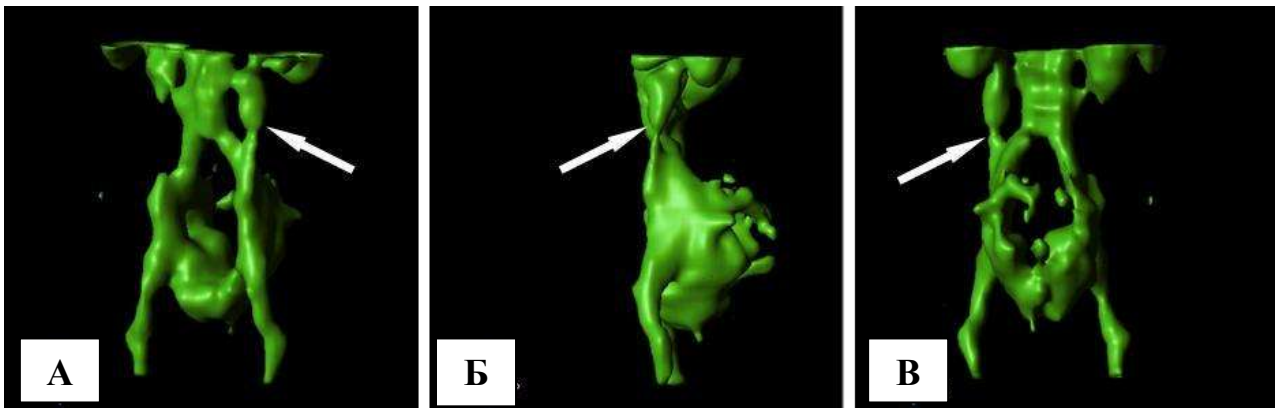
Радионуклидная томограмма пациентки с ВБТ, 3-D реконструкция: переднебоковая (А), боковая (Б) и задняя (В) проекции. ЛЯВ контрастирована (указано стрелками).
